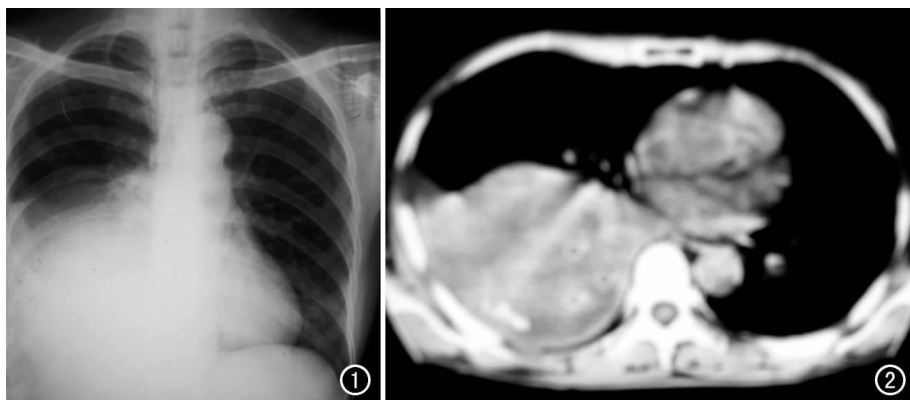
胸部正位片示右肺中下野浓密均匀阴影,心隔角和肋膈角消失。图2 CT纵隔窗图像示右肺下叶软组织肿块,密度不均匀,其内有钙化斑,肿块边缘光滑,无分叶。
